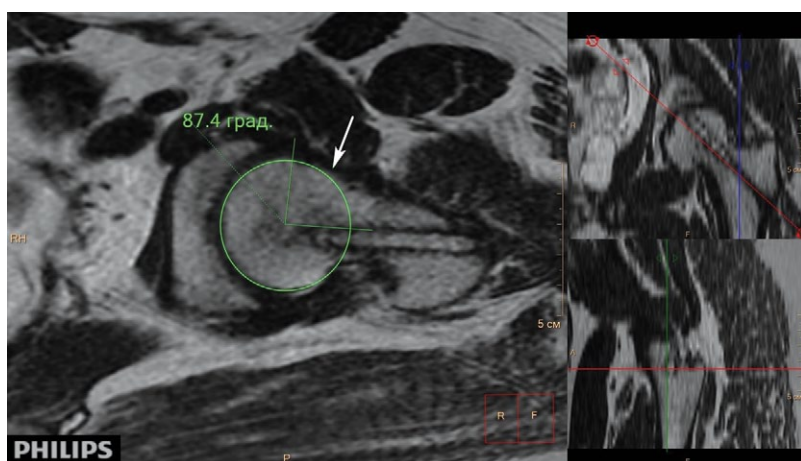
МРТ левого тазобедренного сустава пациентки 18 лет 2 мес. через 4 года 7 мес. после операции, косая аксиальная проекция, T2-взвешенное изображение. Деформация перехода «головка – шейка» (обозначена стрелкой) — отсутствие нормальной вогнутости перехода и увеличенный передневерхний угол α — 87,4°
